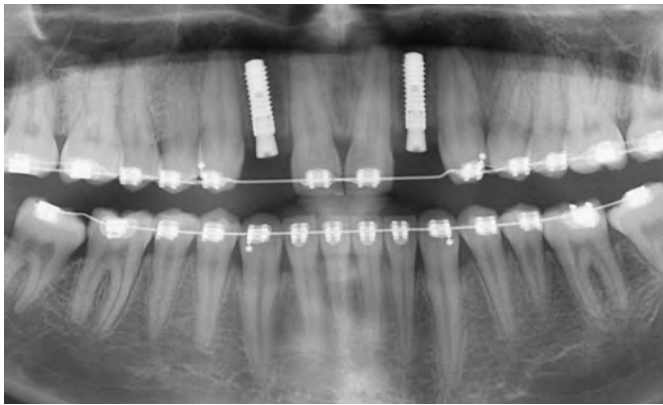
Röntgenbild bei Nichtanlage der Zähne 12 und 22 nach Implantatinsertion
